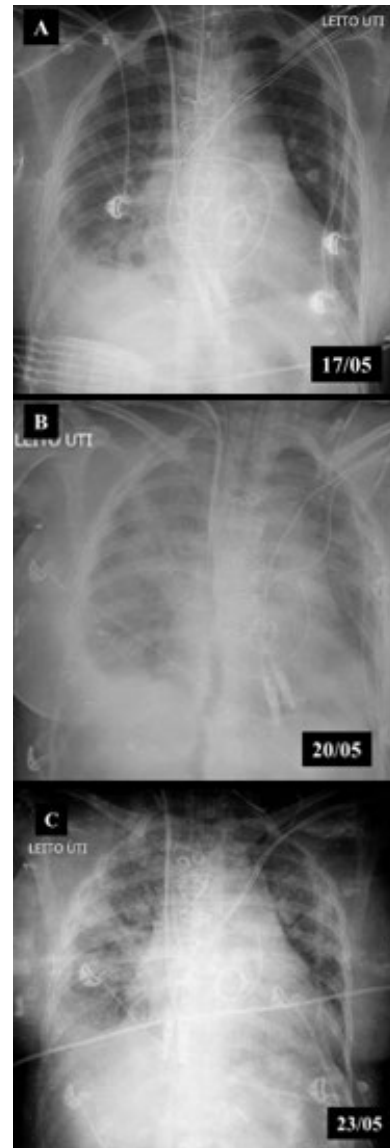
Evolução da radiografia de tórax ao longo da internação. (A) Pós-operatório imediato (pré-oxigenação por membrana extracorpórea); (B) Dia 1 - oxigenação por membrana extracorpórea venoarterial; (C) Dia 4 - oxigenação por membrana extracorpórea venoarterial.
